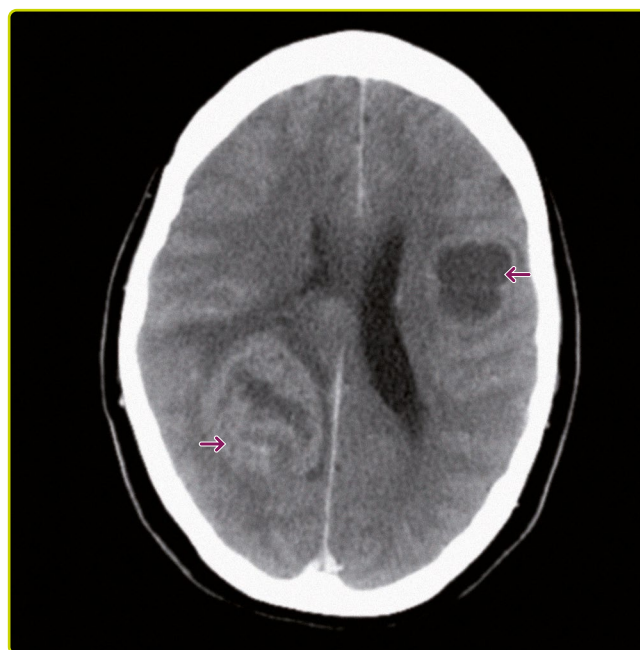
TC craneal con contraste que muestra dos lesiones parenquimatosas frontal izquierda y parietooccipital derecha que captan contraste y tienen edema perilesional compatibles con metástasis.
